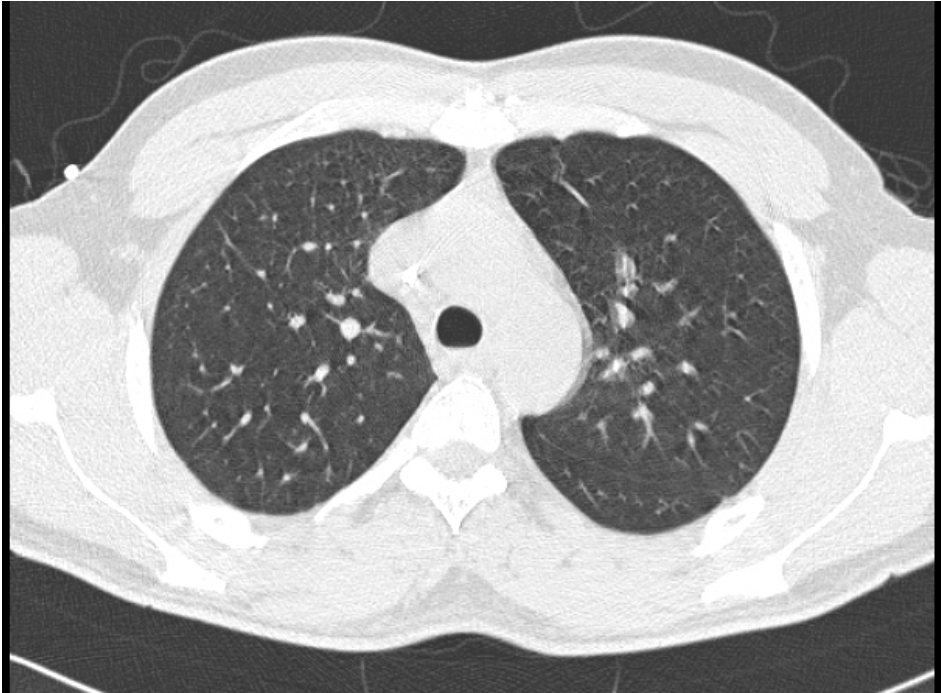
Standard-Dosis-CT: Pulsationsartefakte Grad 2 linksseitig
